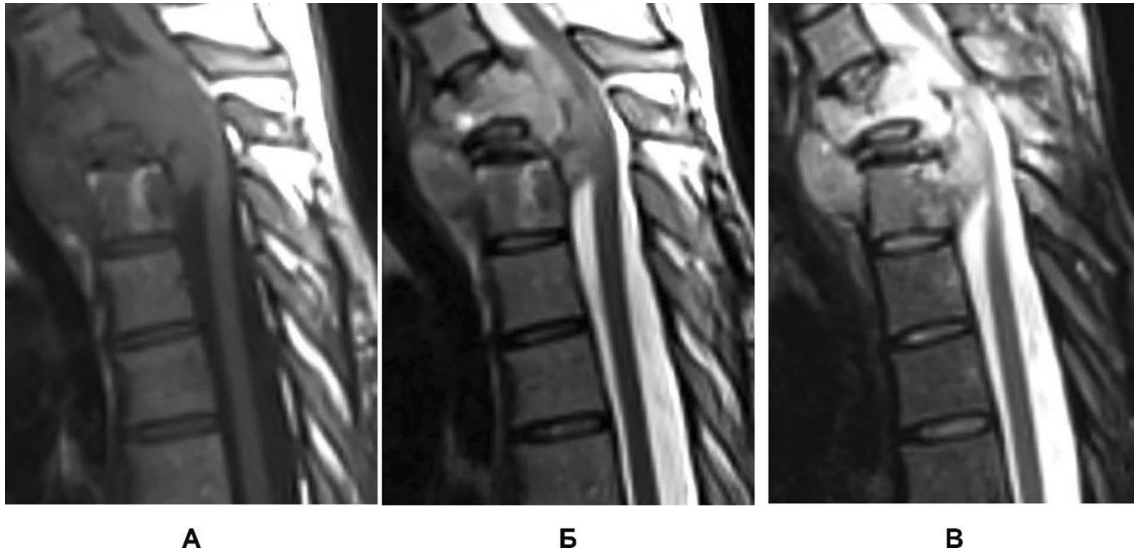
МРТ ділянки шийно-грудного переходу пацієнтки при госпіталізації: А – Т1-зважене зображення; Б – Т2-зважене зображення; В – Т2-зважене зображення Fat Suppression
